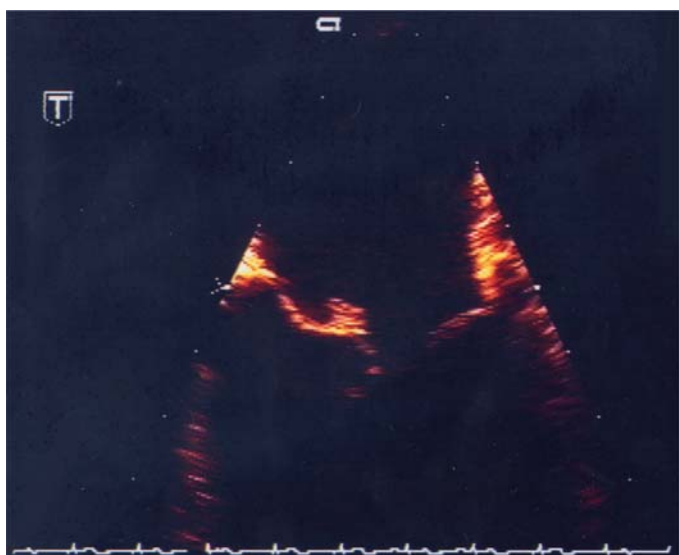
Fibroélastome papillaire siégeant sur la grande valve mitrale en échocardiographie transœsophagienne.
